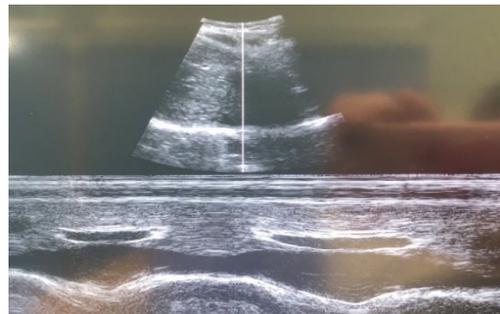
Ultrasonography image.
